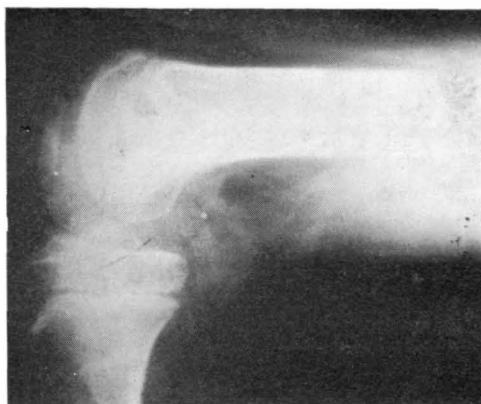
B. — Caso 1. Radiografía final en flexión.
